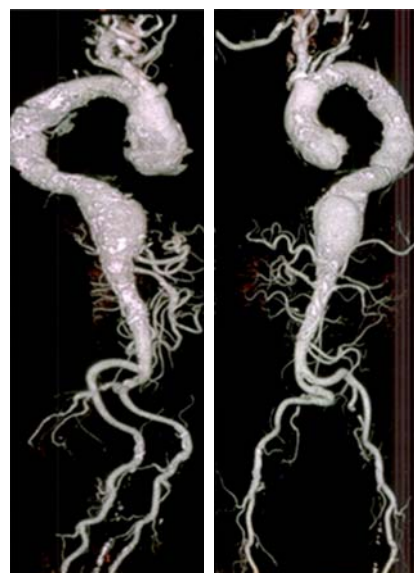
Reconstrucción de tomografía axial computada 3D mostrando aneurisma toracoabdominal.
